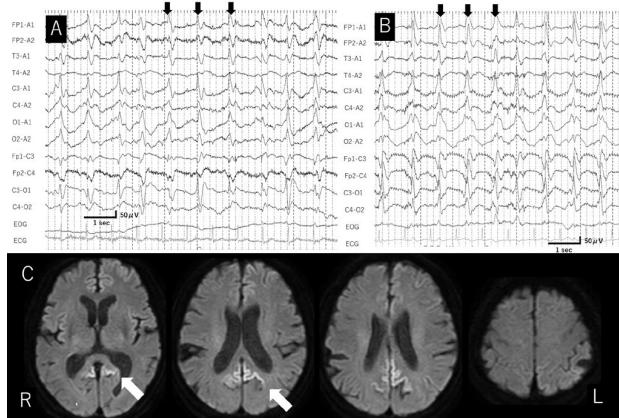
MM1 definite PLEDs群の脳波推移、MRI所見
